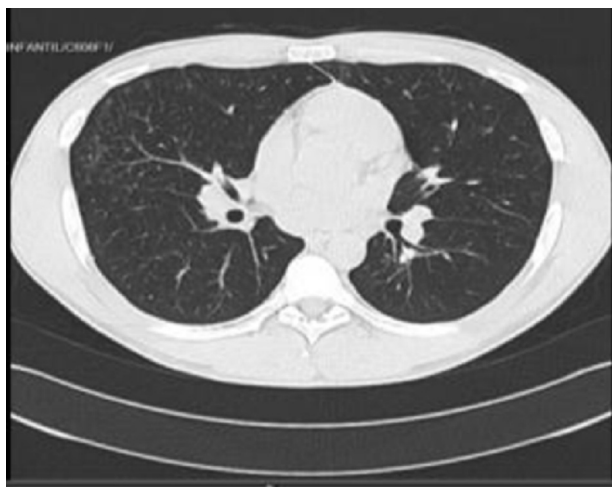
TAC de tórax con notable mejoría con desaparición parcial de las opacidades en árbol en gemación.
